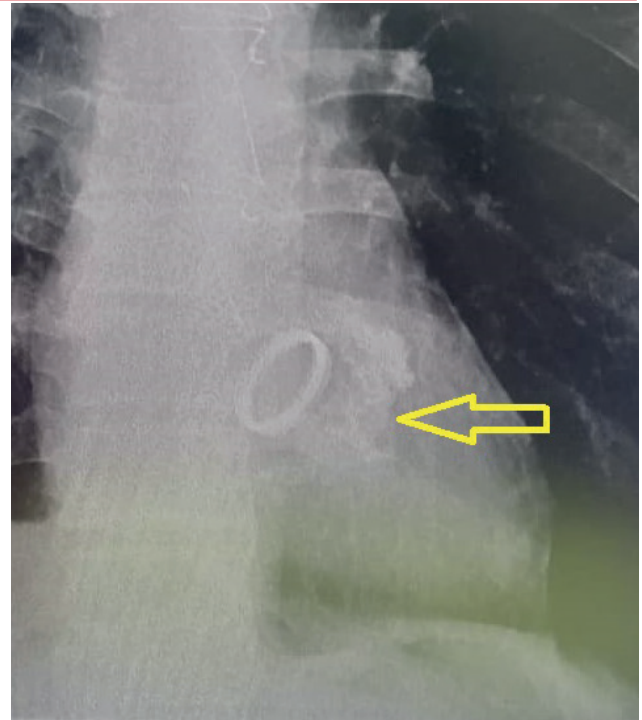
Ampliación de la radiografía de tórax en vista posteroanterior. La flecha indica la grosera calcificación descrita anteriormente
